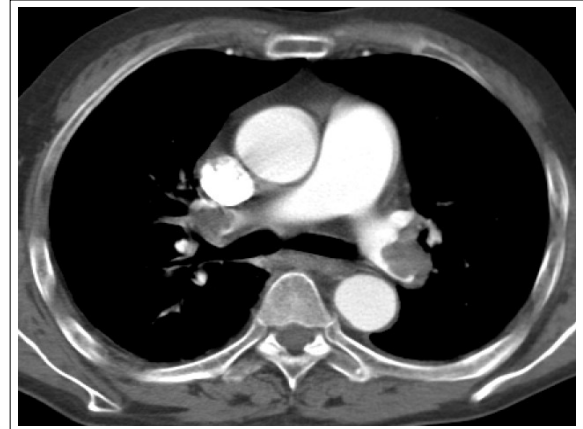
Chest CT showing filling defect at the bifurcation site of bilateral pulmonary arteries.
